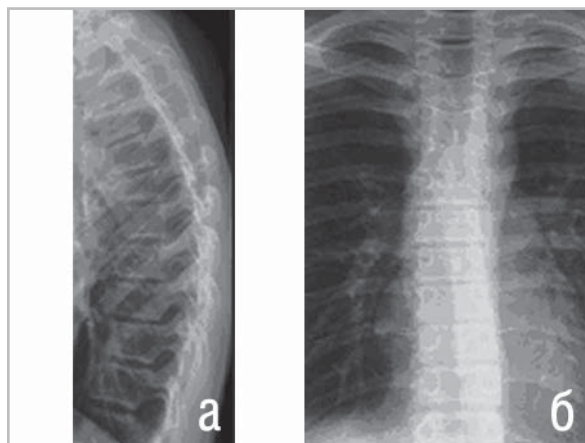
Рентгенограммы 6-го с НКПП в боковой (а) и прямой (б) проекциях. Четко видны выраженная клиновидная деформация и снижение высоты тела позвонка.
